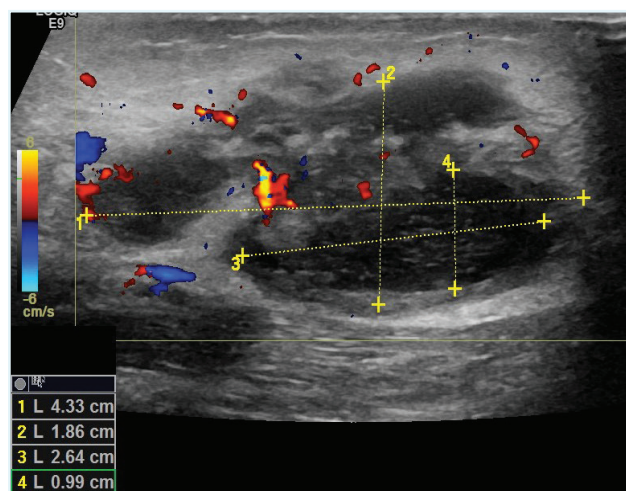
Ecografia em D7 de internamento.
